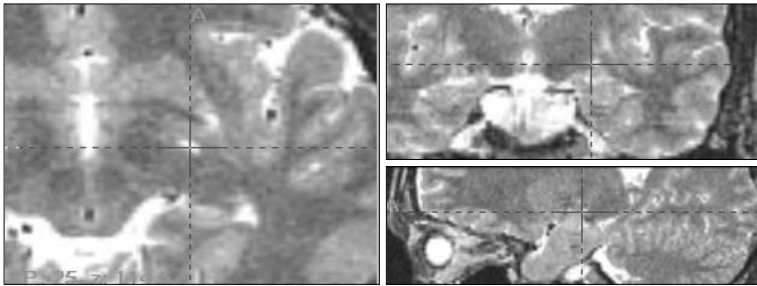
MR image of surgical target of Globus pallidus interna (GPI). The optic tract is just below the target, about 2–3mm in distance.
